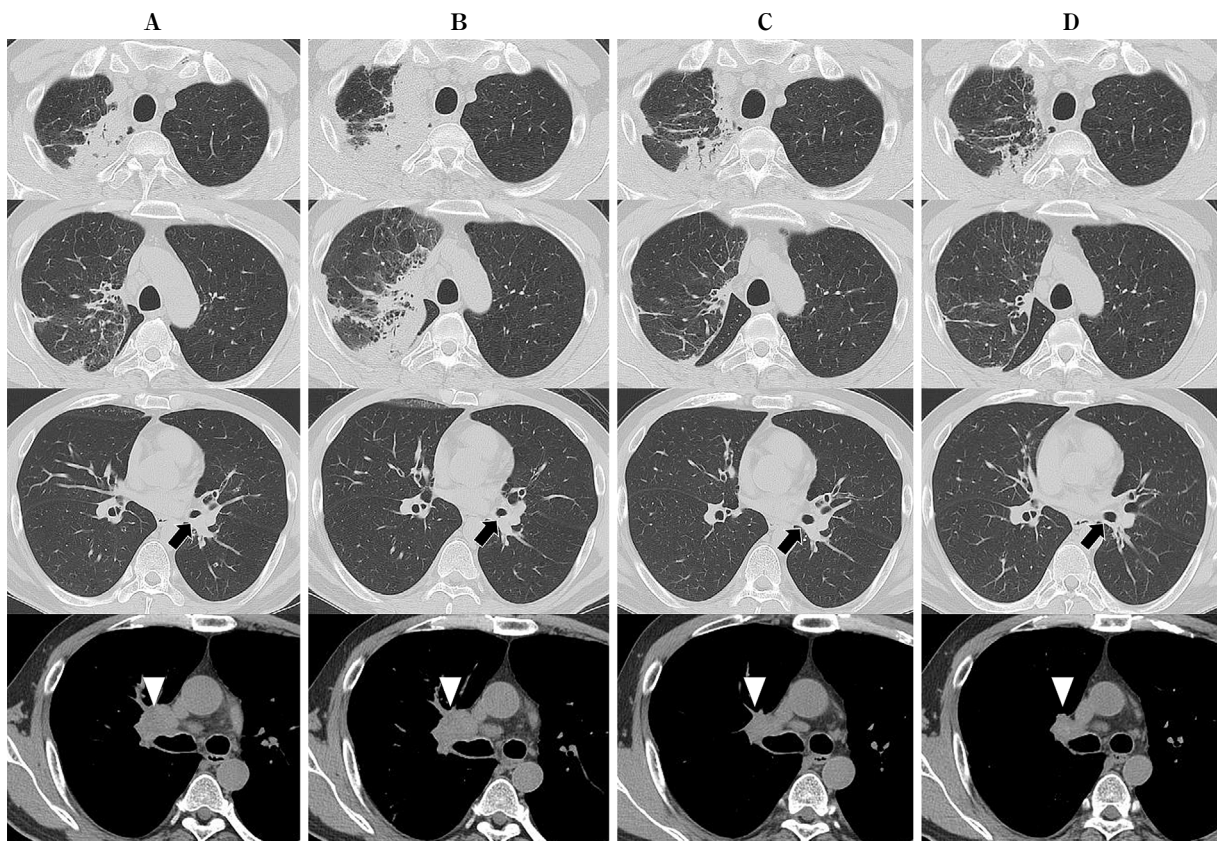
Chest CT. A: Before administration of pembrolizumab. B: Fifteen days after the first administration of pembrolizumab. C: After re-challenging pembrolizumab. D: After five courses of pembrolizumab treatment. Primary site at left B⁶ (arrow). #10R lymph node (arrowhead).
